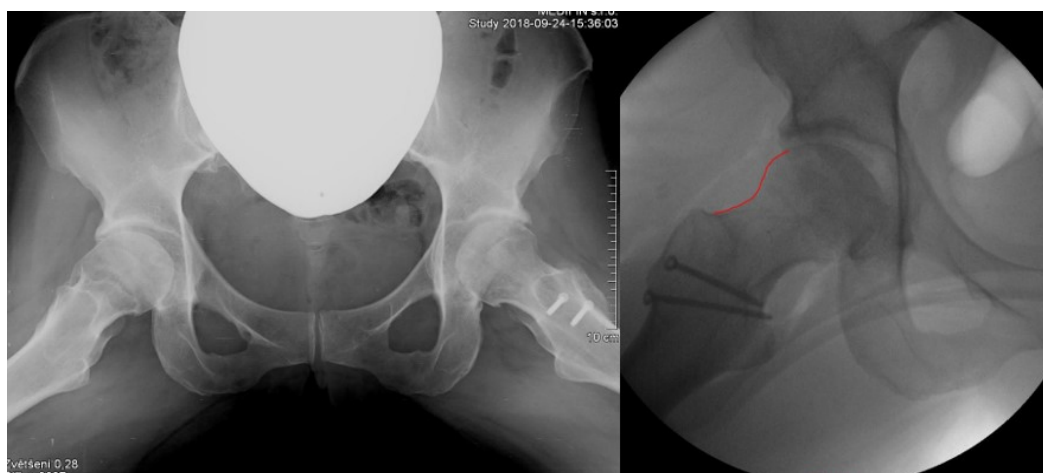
Pacient č. 1 - RTG axiál (Zdroj: archiv MUDr. Kautznera); vlevo snímek před operací, vpravo po operaci
